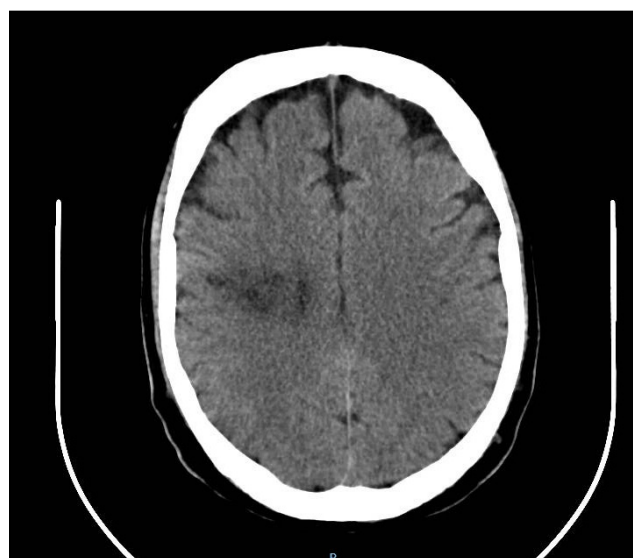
TAC de cráneo sin contraste. Hipodensidad temporal derecha.
